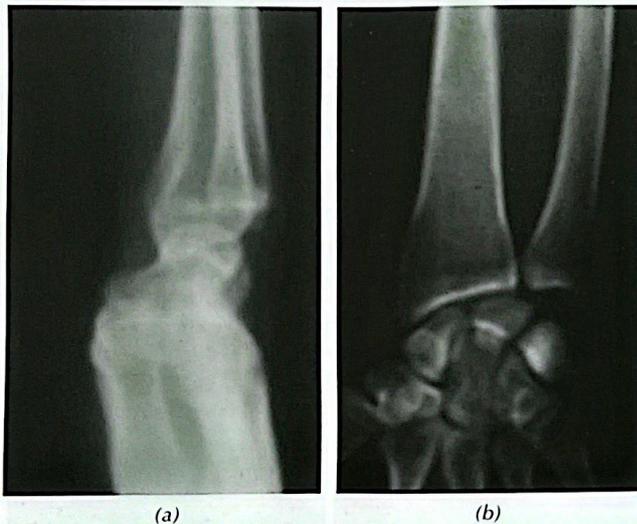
Radiographies du poignet de face (a) et de profil (b) au recul
